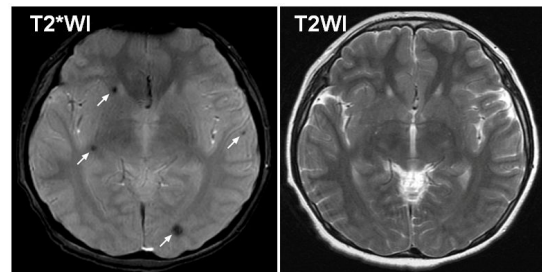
Axial T2*WI (600/26 ms) MR image and T2WI (4240/96 ms) MR image obtained in a 36-year-old man with a history of intracranial germ cell tumor at a follow-up time of 23.7 years after whole-brain irradiation (total dose of 50 Gy). Four RI-CM lesions showing very low signal intensity are visible on the T2*WI image; however, these lesions were poorly visualized on a conventional T2WI image. (論文)
